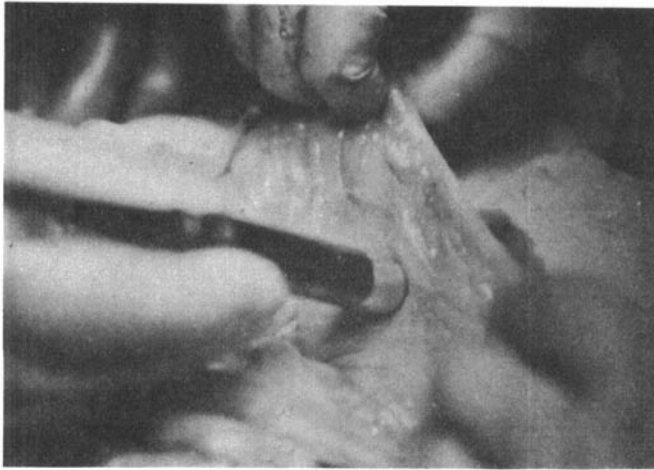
Estetoscópio de ultra-som ("Doppler") aplicado no mesentério de uma alça intestinal.
